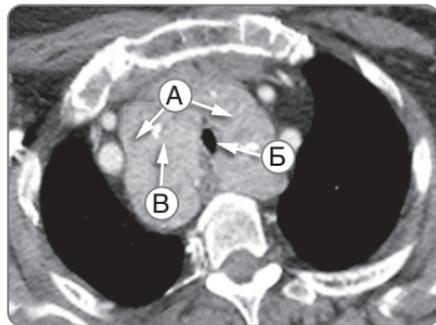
Компьютерно-томографический снимок, аксиальный срез на уровне верхней апертуры грудной клетки. Загридинное расположение обеих долей щитовидной железы (А). Мягкая ткань окружает трахею (Б), вызывая ее сужение вдвое от нормального диаметра. Грубые кальцинаты (В) в ткани щитовидной железы свидетельствуют о доброкачественности процесса (в отличие от микрокальцинатов)
